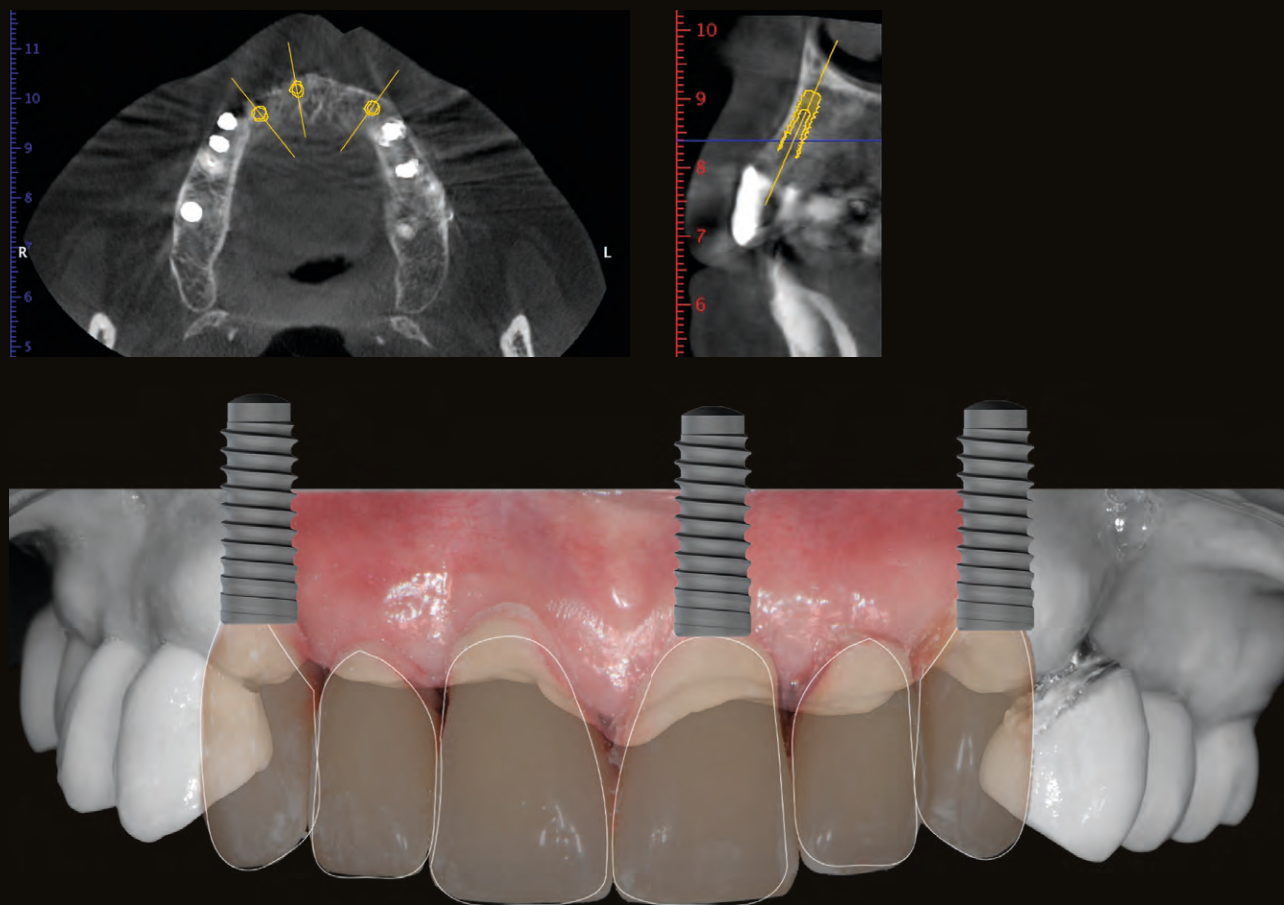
Tomografia assiale computerizzata, verifica di fattibilità chirurgica e definizione del piano di trattamento.
